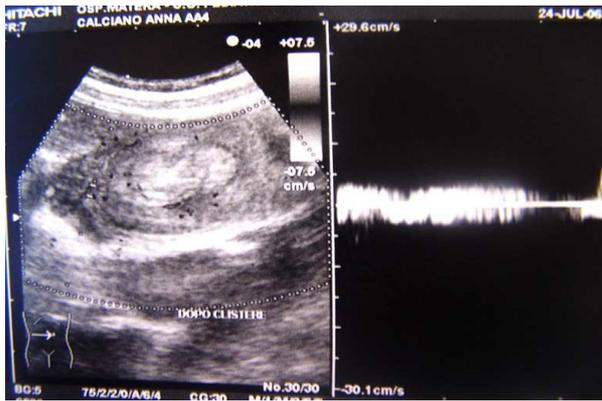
(b) Segnale doppler dopo clistere.
